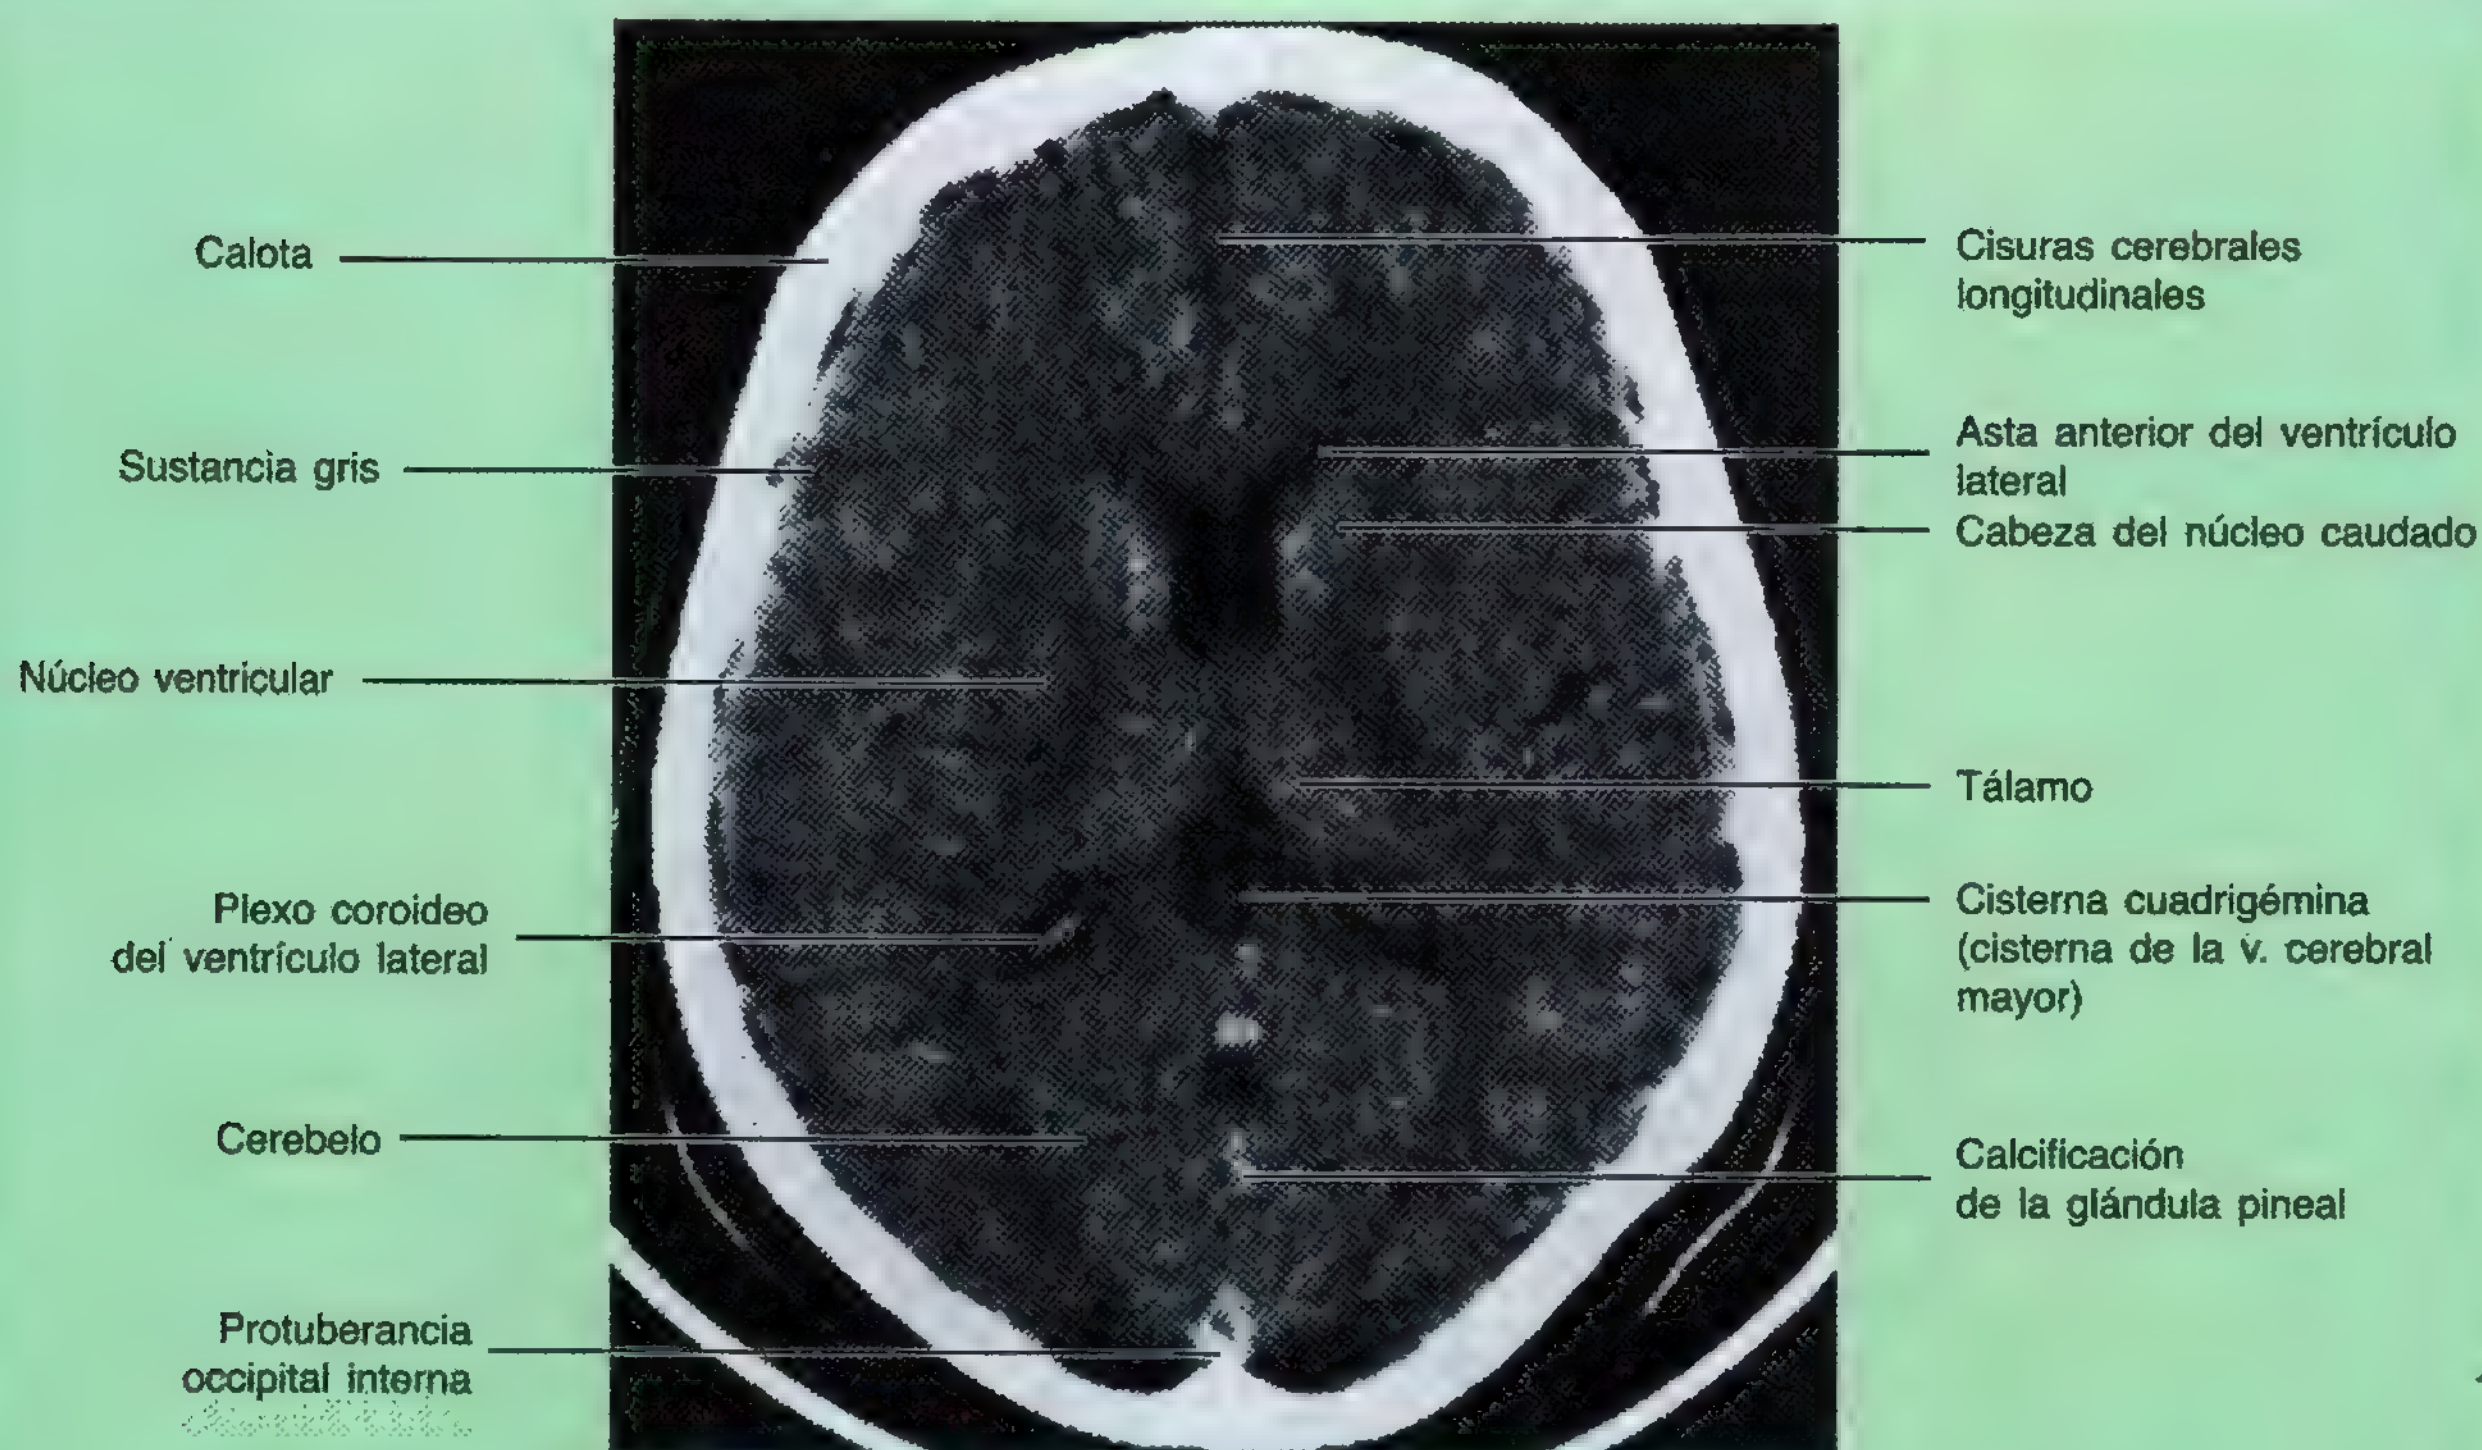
Imagen de TC transversal del cerebro. Se observan los ventrículos, algunas porciones del cerebro y el plexo coroideo del ventrículo lateral.
